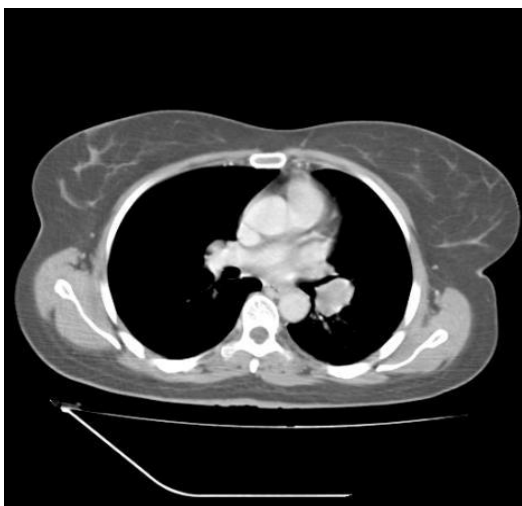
TAC torácica mostra massa no hilo pulmonar esquerdo
